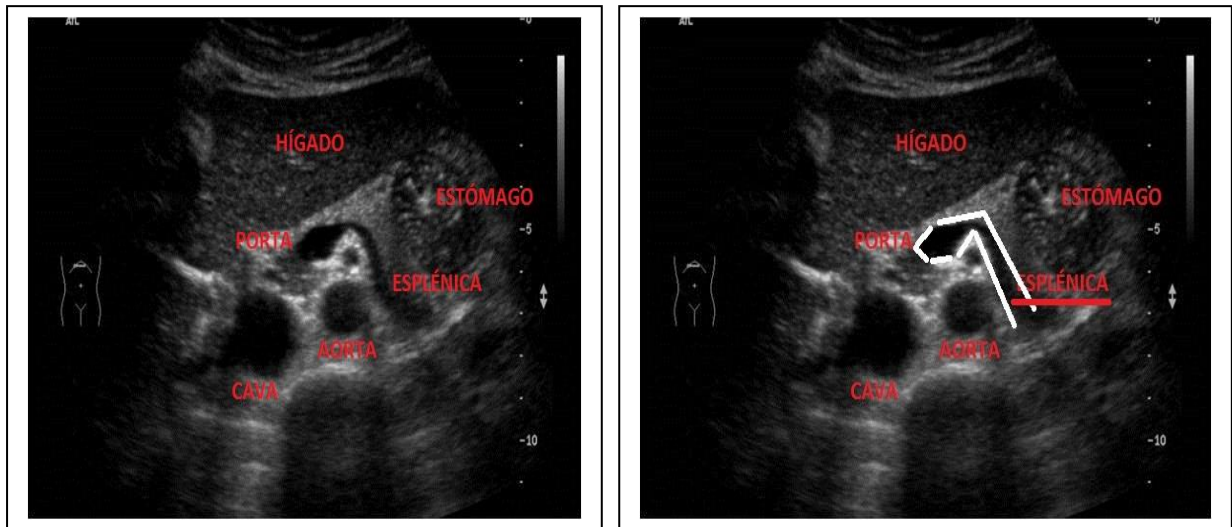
73. Anatomía del área pancreática. 74. Referencia silueteada en blanco (la esplénica). Obtenida de internet (<https://ecografiafacil.com/2018/03/23/41-protocolo-de-abdomen-el-pancreas/>)
